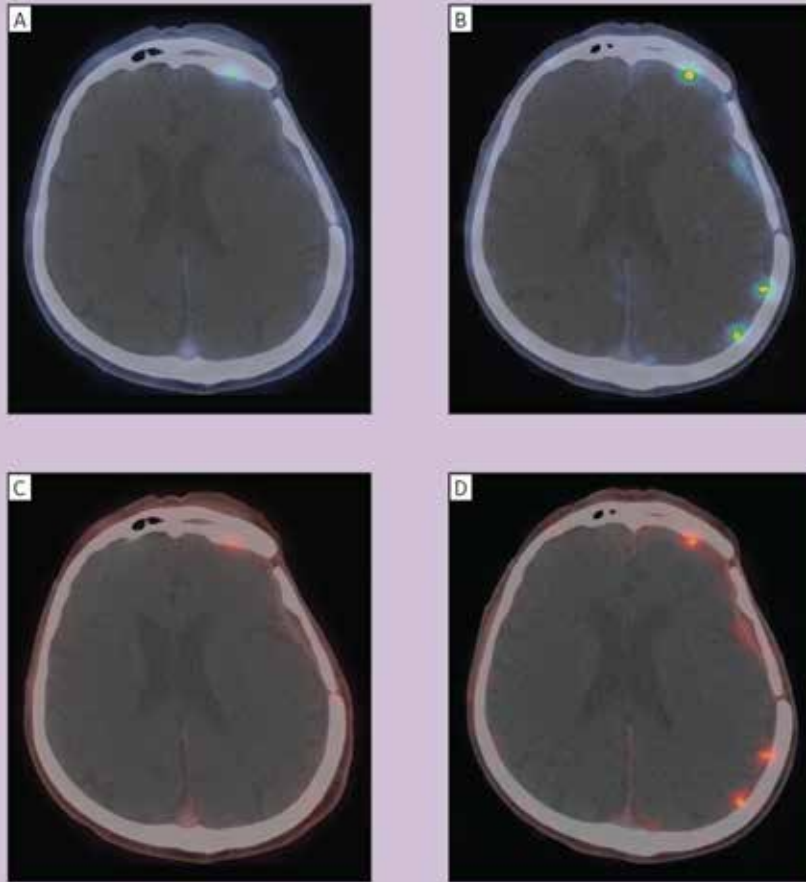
(A) TOF PET ve (B) Discovery IQ 5-Ring PET görüntülerinin karşılaştırması. Discovery IQ görüntüleri, aynı görüntüleme parametrelerini kullanarak lezyonları TOF görüntülerinden daha net bir şekilde göstermektedir.
